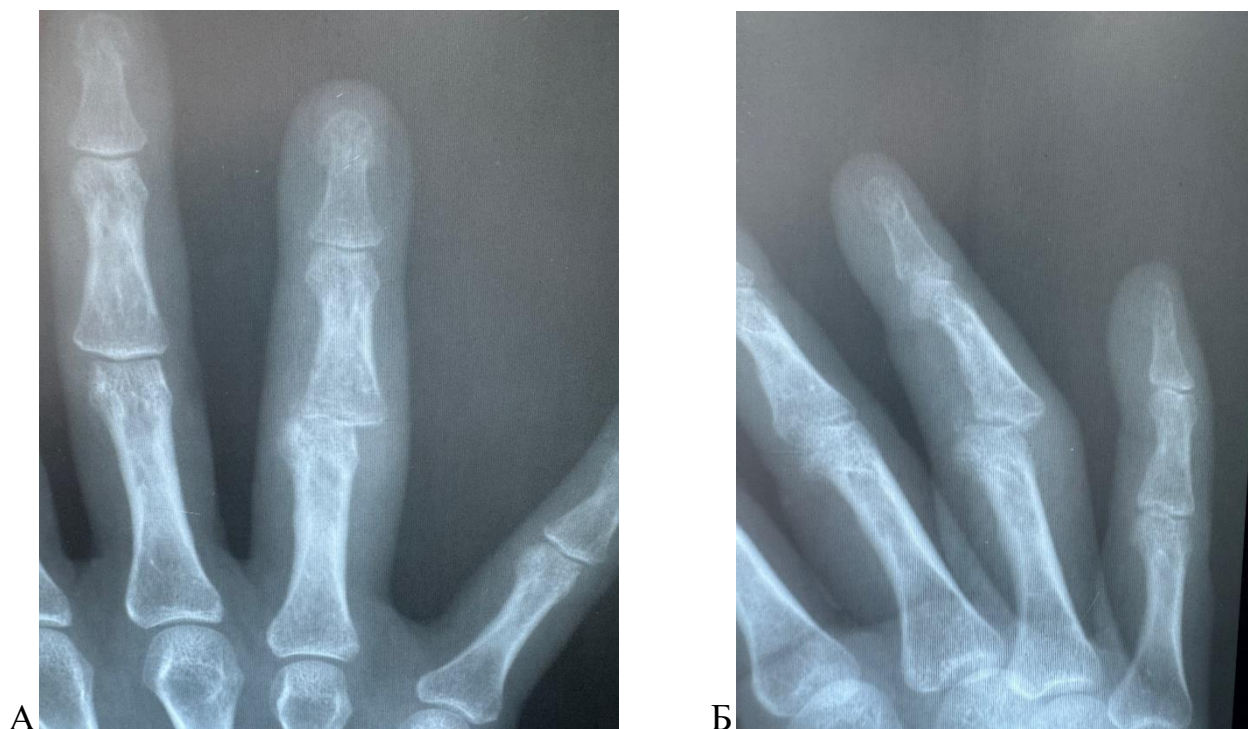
Рентгенологическое исследование левой кисти в прямой (А) и боковой (Б) проекциях до выполнения эндопротезирования. Пациентка К., 51 год, (основная группа). Диагноз: посттравматический остеоартроз 3 ст. по Н.С. Косинской ПМФС IV пальца левой кисти; контрактура ПМФС; хронический болевой синдром. Визуально: деформация, нарушение конгруэнтности, неравномерное сужение суставной щели IV ПМФС, последствия внутрисуставного перелома основания средней фаланги, тыльно-локтевой подвывих средней фаланги.
